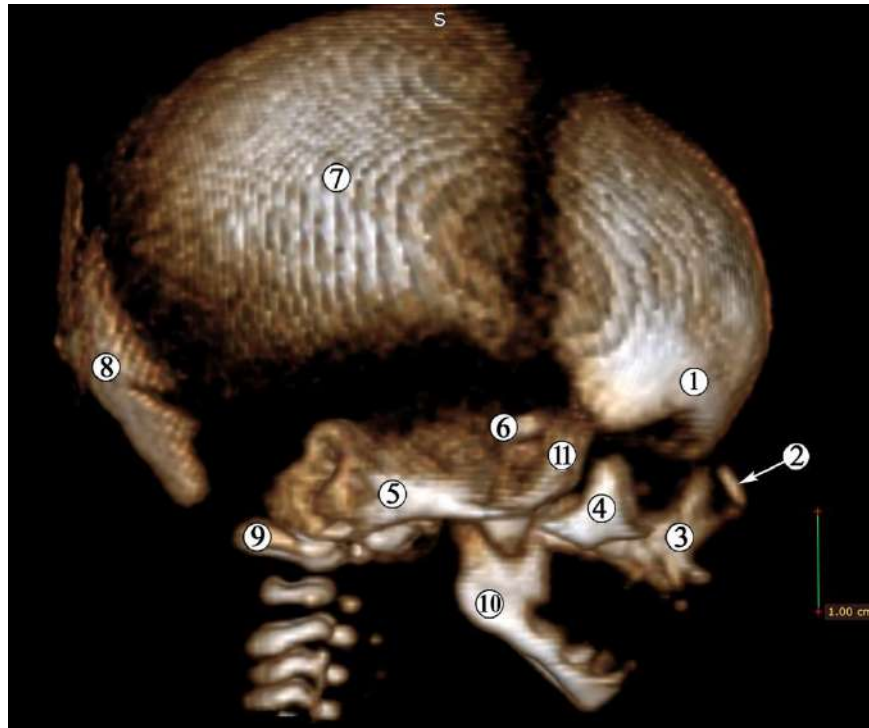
3D-реконструкція КТ 6-місячного плода людини. Права бічна проекція. Зб. x0.5:
